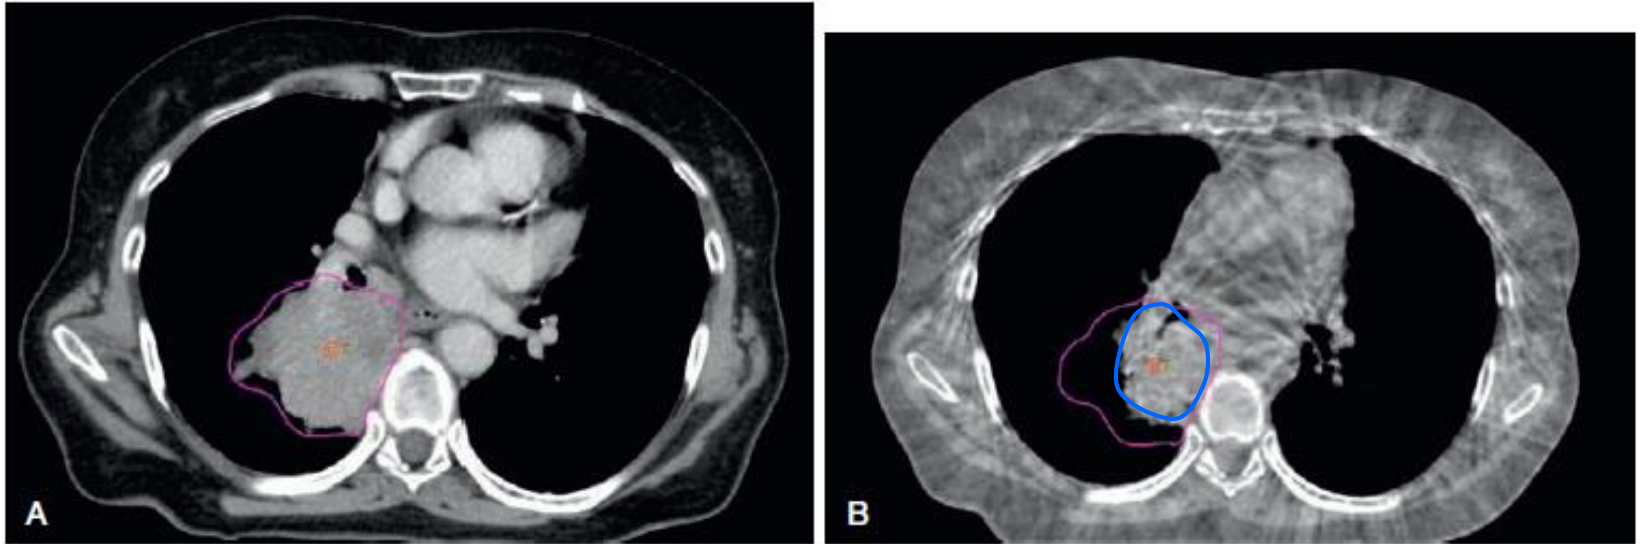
Pretreatment planning computed tomography (A) and midtreatment cone beam computed tomography after 36 Gy (B) showing regression of the primary lung mass. Magenta line represents the primary tumor internal target volume.
